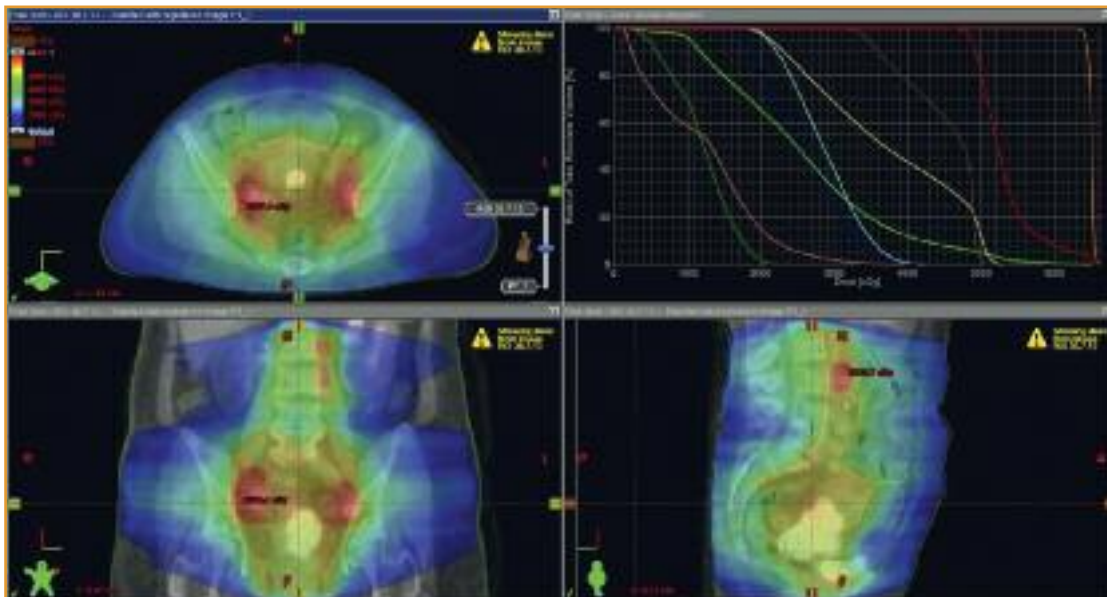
Zervixkarzinom FIGO IIB, G3 mit pelvinen und paraortalen Lymphknotenmetastasen: Bestrahlungsplanungs-CT verknüpft mit Staging-PET-CT zur Bestrahlungs-Dosiseskulation im Bereich der Lymphknotenmetastasen; elektives Bestrahlungsvolumen (= rot, 50,4 Gy); Lymphknotenmetastasen (= orange = simultan integrierter Boost, 66 Gy); Dosis-Volumen-Histogramm (oben rechts)
